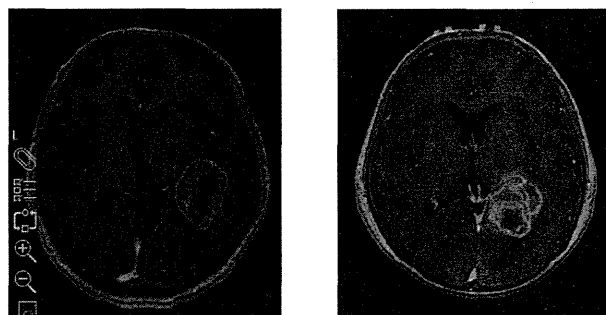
手術計画：Methionine PETと造影MRIのfusion画像
